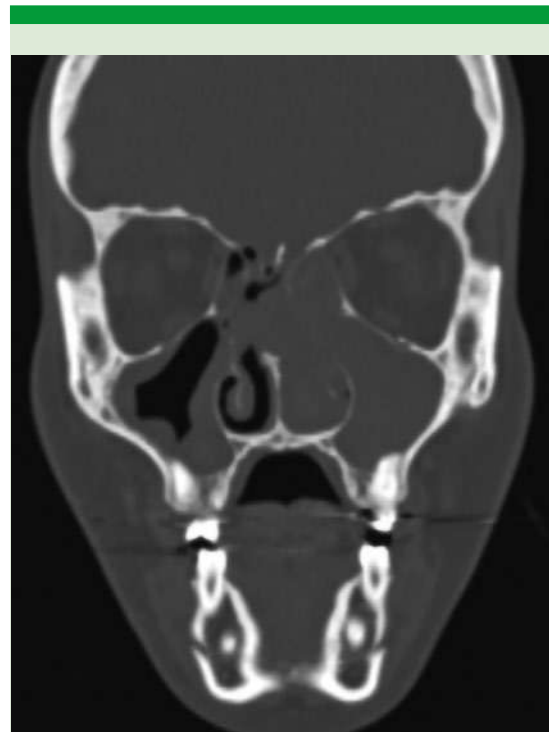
Tomografía simple de senos paranasales, en su corte coronal y axial mostró la ocupación total de la cavidad nasal izquierda, con densidad similar a los tejidos blandos, que genera efecto de masa y desviación del tabique nasal a la derecha, así como engrosamiento de las paredes de los senos maxilares y etmoidales.
